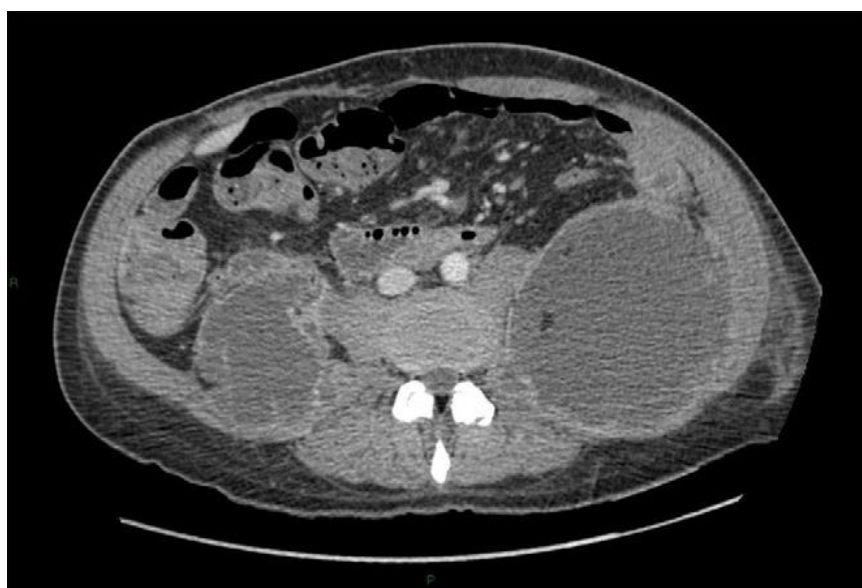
Classification Balthazar au TDM : stade E : plusieurs coulées de nécrose.
